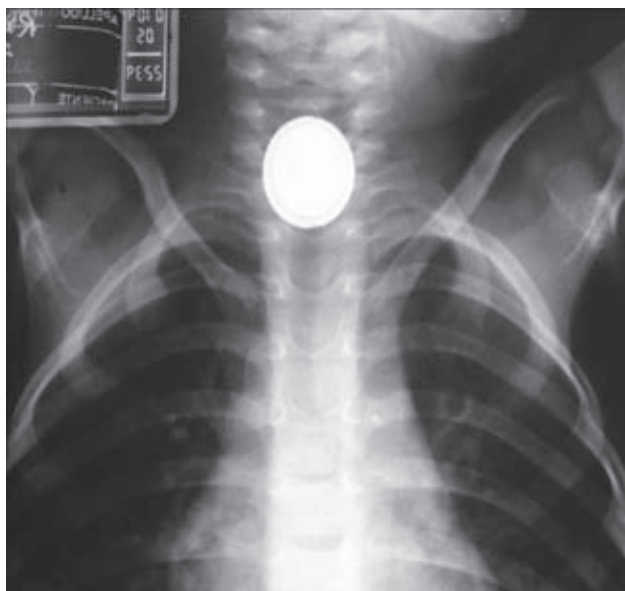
Radiografía de tórax que muestra una pila en el esófago.
